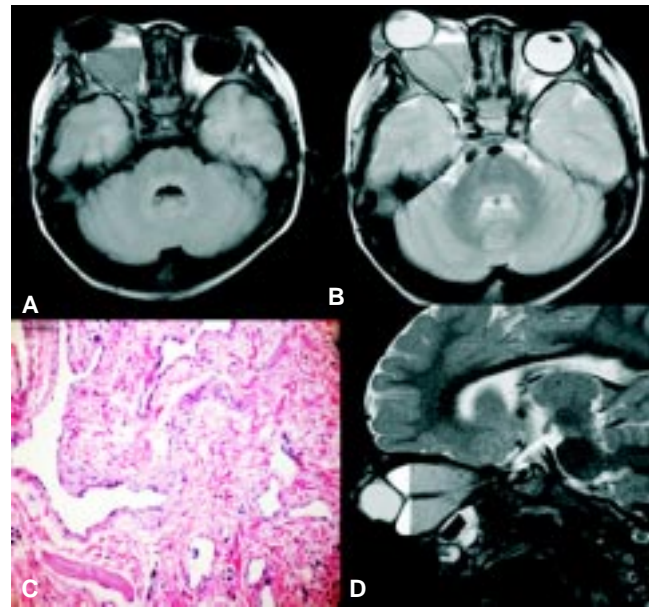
A) Secuencia axial de RM ponderada en T1 con lesión ocupante de espacio derecha, hipointensa, que forma nivel. B) Secuencia axial de RM ponderada en T2 donde se observa la lesión discretamente de mayor intensidad de señal que en T1 con nivel líquido líquido. Rodea al nervio óptico. C) Espacios vasculares vacíos revestidos por células endoteliales y separados por tejido fibroso. D) Reconstrucción sagital de la secuencia ponderada en T2 que muestra la proptosis.
